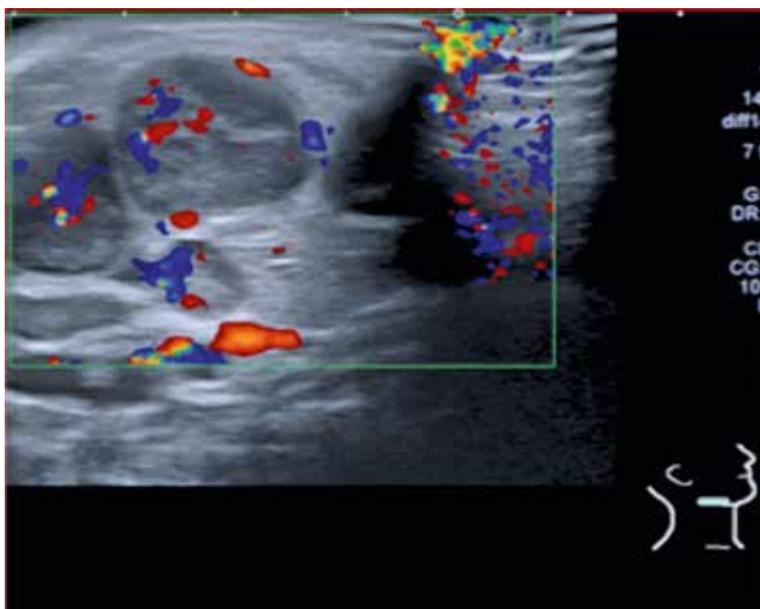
Sonographie der rechten Halsseite
